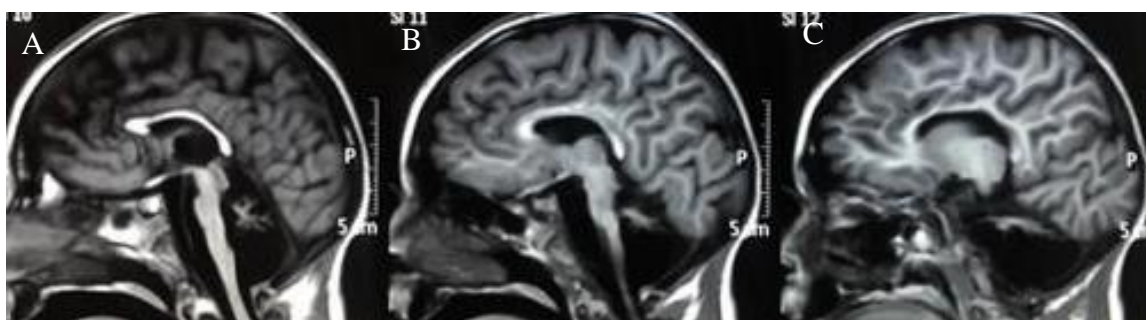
RM do sujeito 9.1 aos 7 anos de idade. Imagens Sagital T1 evidenciando a progressiva redução volumétrica pontocerebelar
